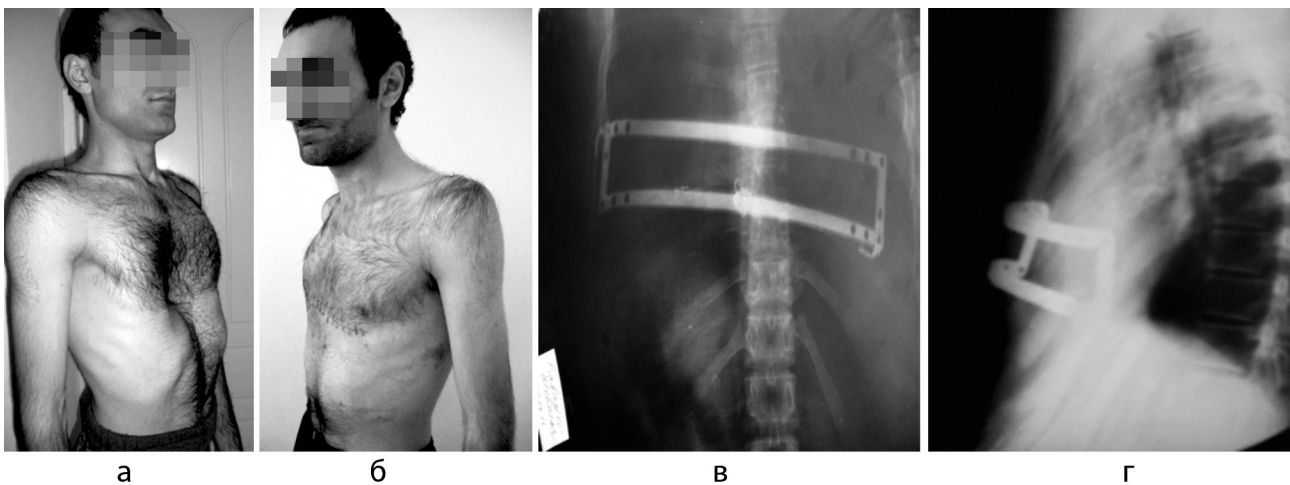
Фото больного А.Е., 22 лет, до лечения (а); фото больного (б) и рентгенограммы грудной клетки (в, г) через 1,5 года после торакопластики с использованием рамковидной пластины
